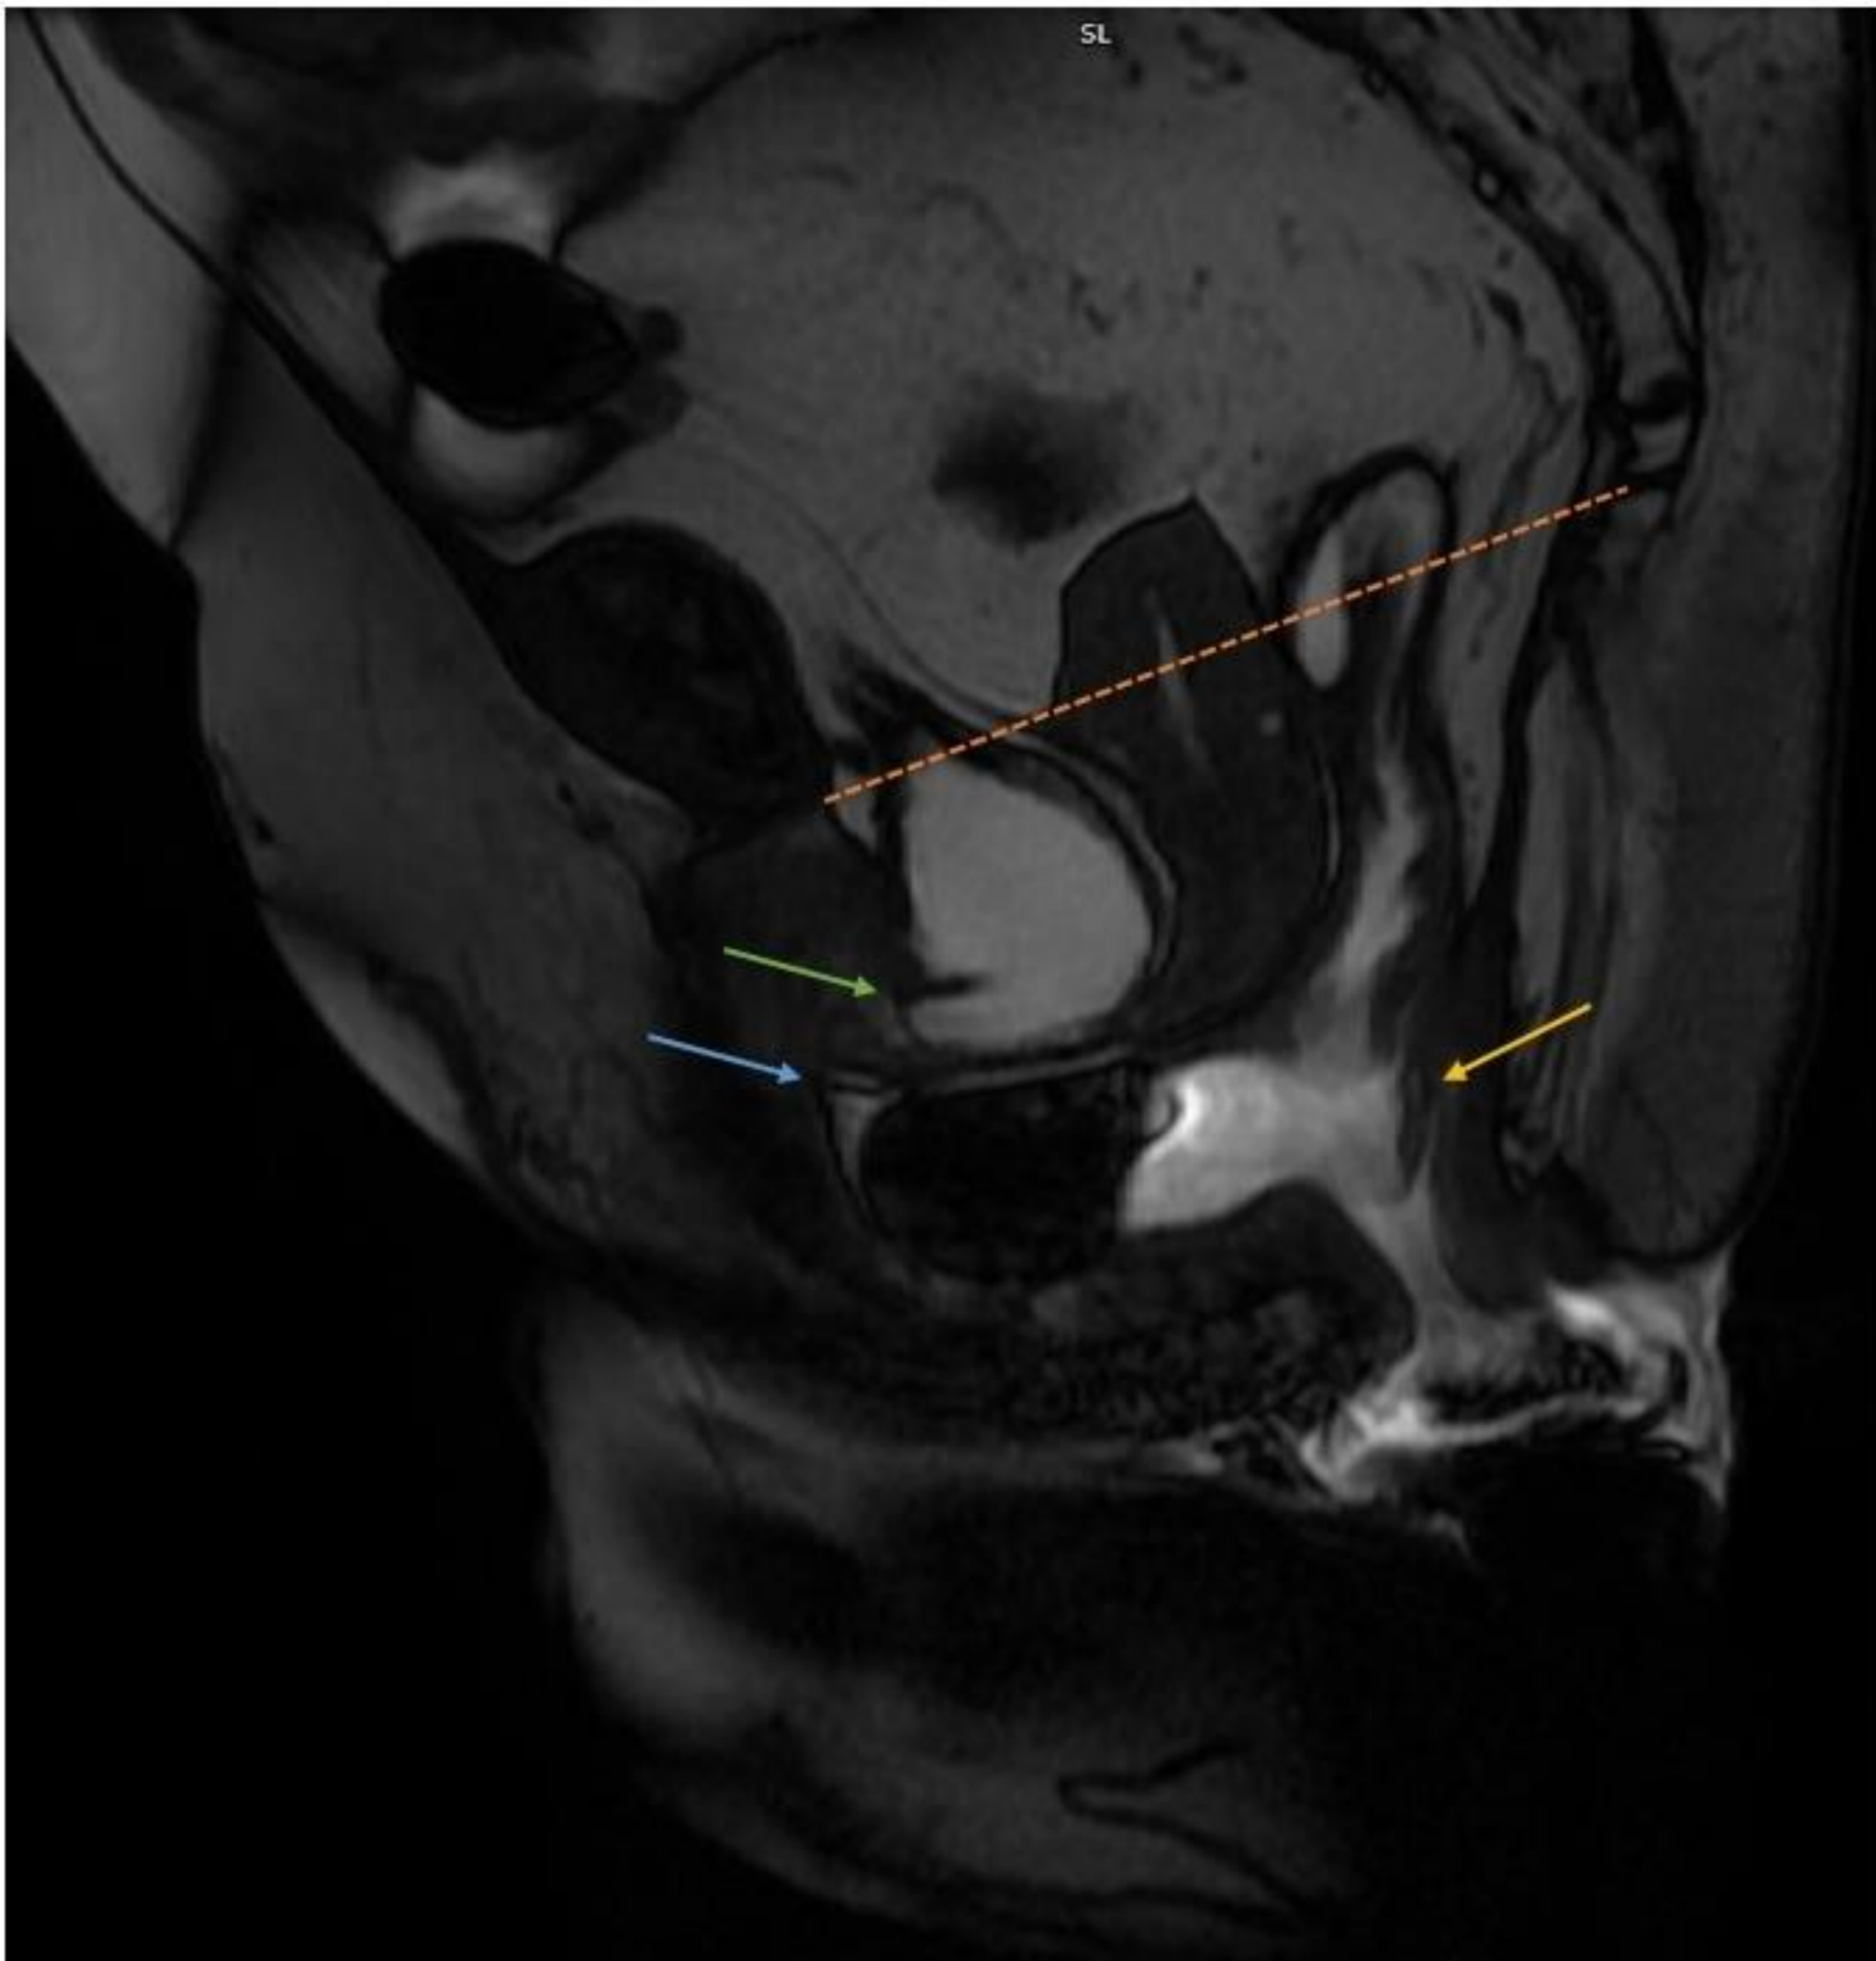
RM defecografía en fase expulsiva. Se muestra una debilidad global del suelo pélvico (la línea discontinua naranja representa la línea pubococcígea), con cistocele (flecha verde), prolapso vaginal y uterino (flecha azul), descenso de la unión anorrectal (flecha amarilla) e hipermovilidad uretral
